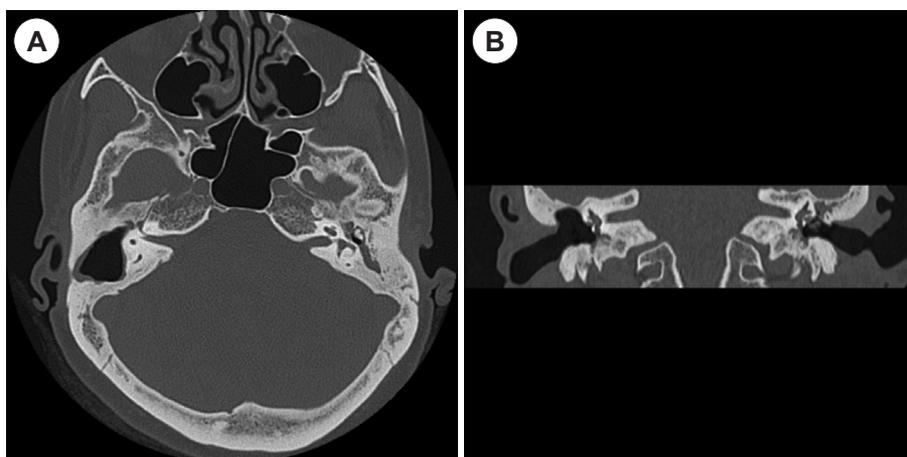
Axial (A), coronal (B) CT scans showing the old previous right mastoidectomy state and external ear canal defect from meato-mastoid to cutaneous.
